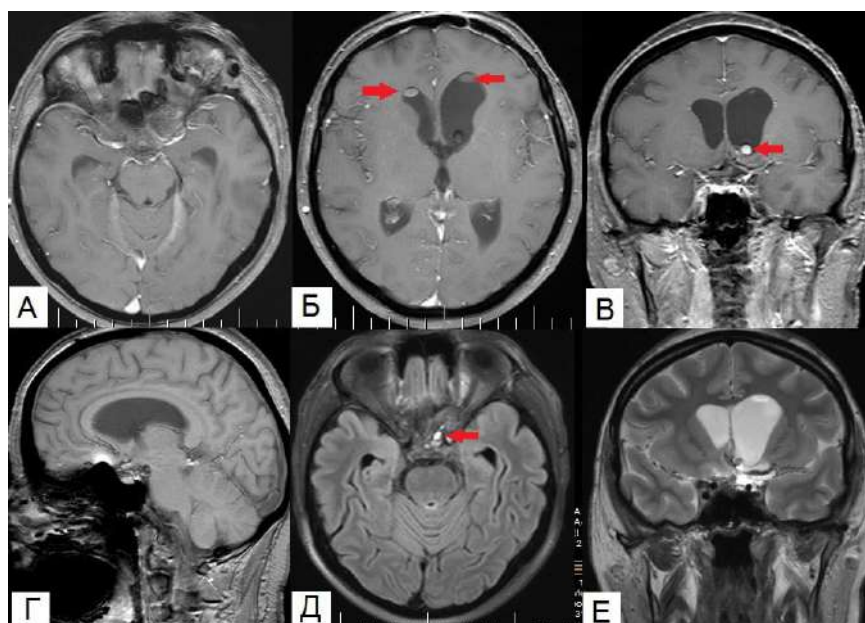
Клинический пример №6. Пациентка 35 лет. Послеоперационная МРТ головы через 5 месяцев – МР картина субтотального удаления новообразования. Красная стрелка указывает на остаток новообразования в желудочках и остаток капсулы холестеатомы в ХСО.
